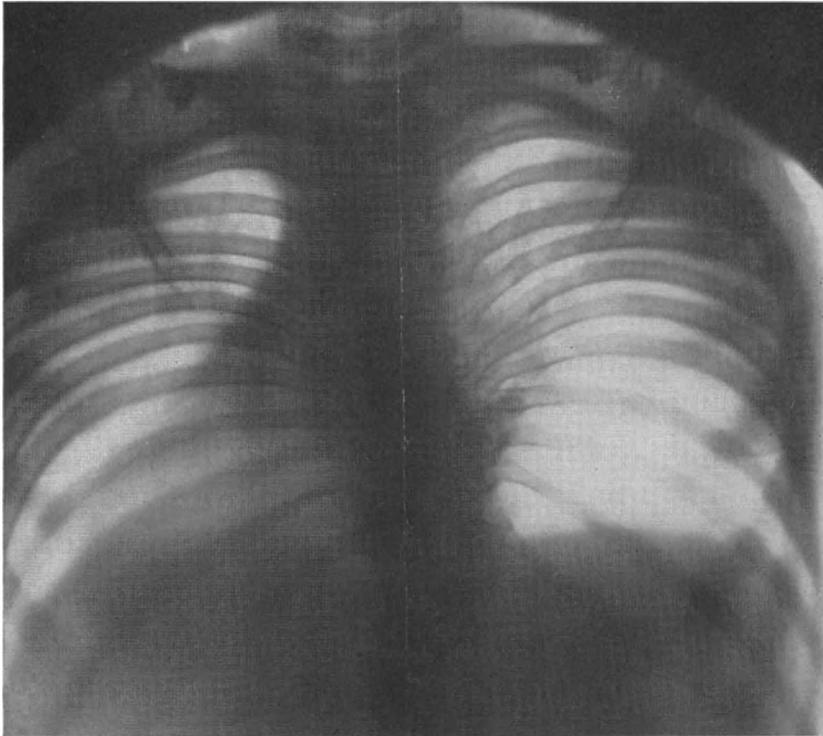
Röntgenbild zu Abb. 7. Man beachte den Verlauf der 6.—12. Rippe.
